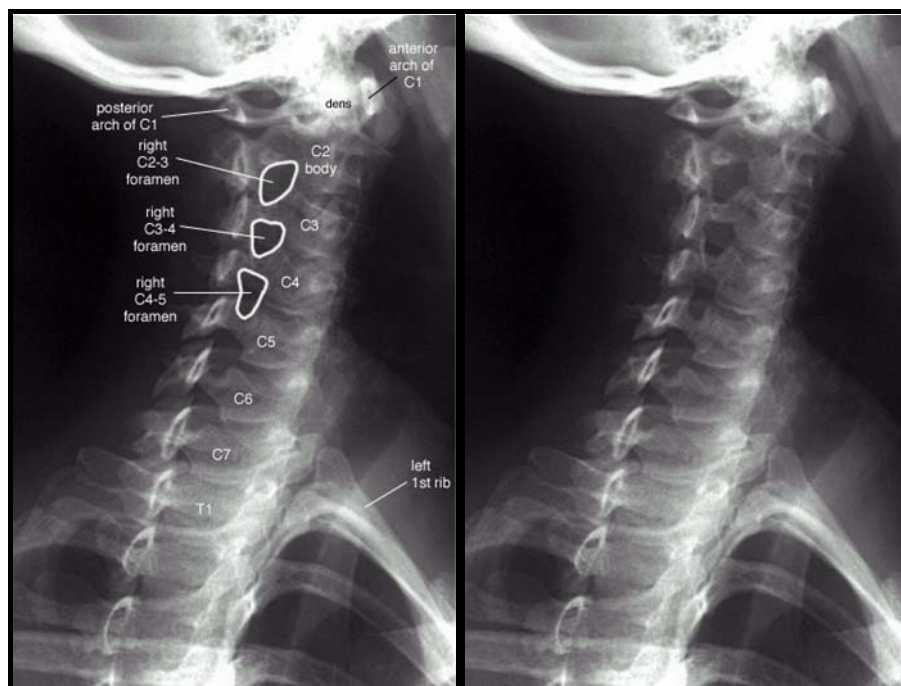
Radiographie du rachis cervical normale, $\frac{3}{4}$ droit (78).
